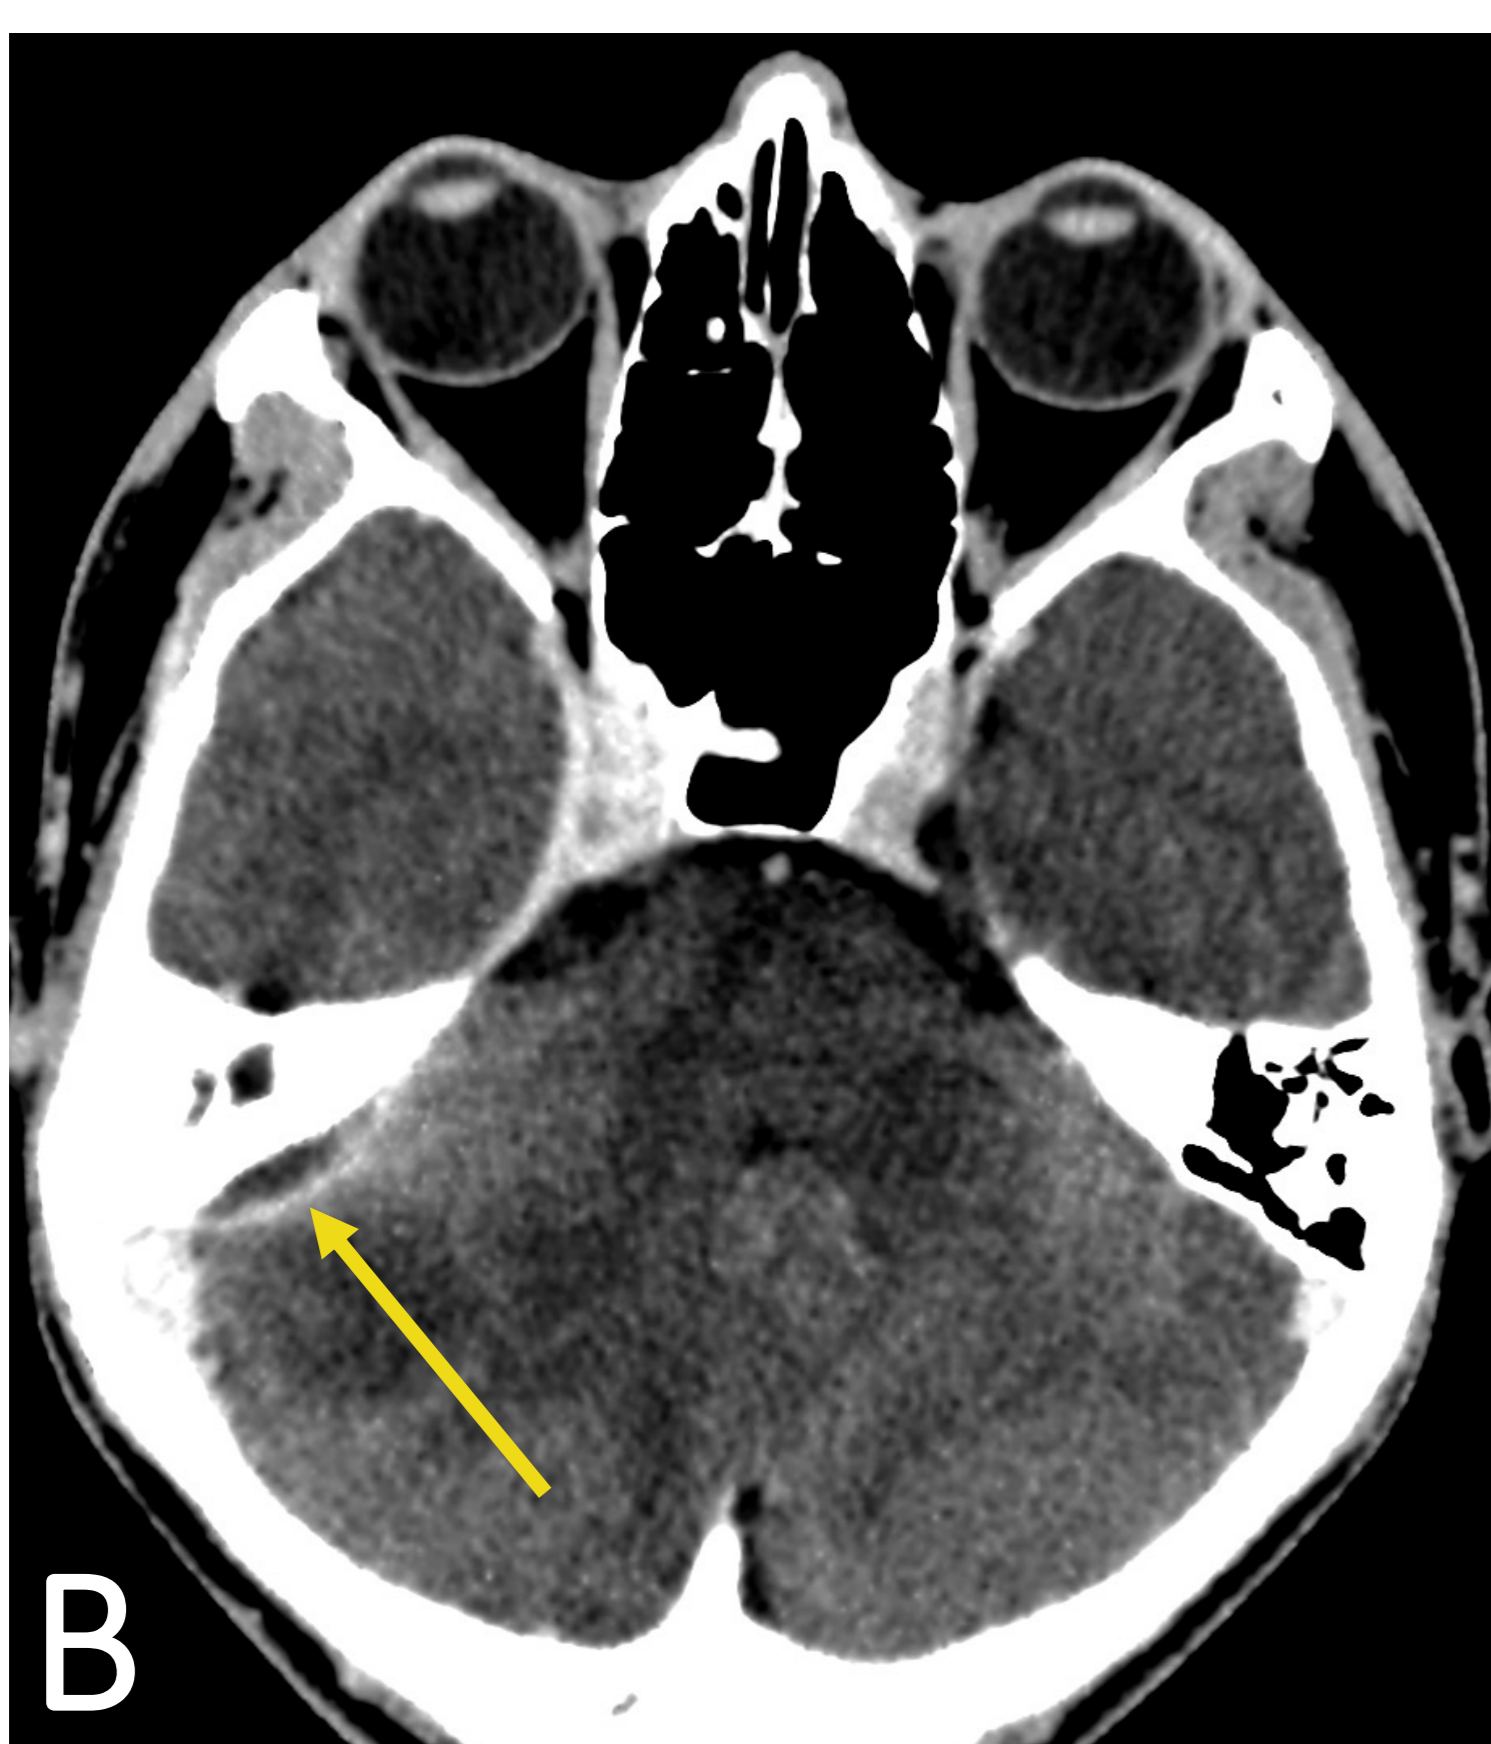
TC axial con contraste. Realce epidural (flecha) adyacente a oído derecho, en relación con absceso.
